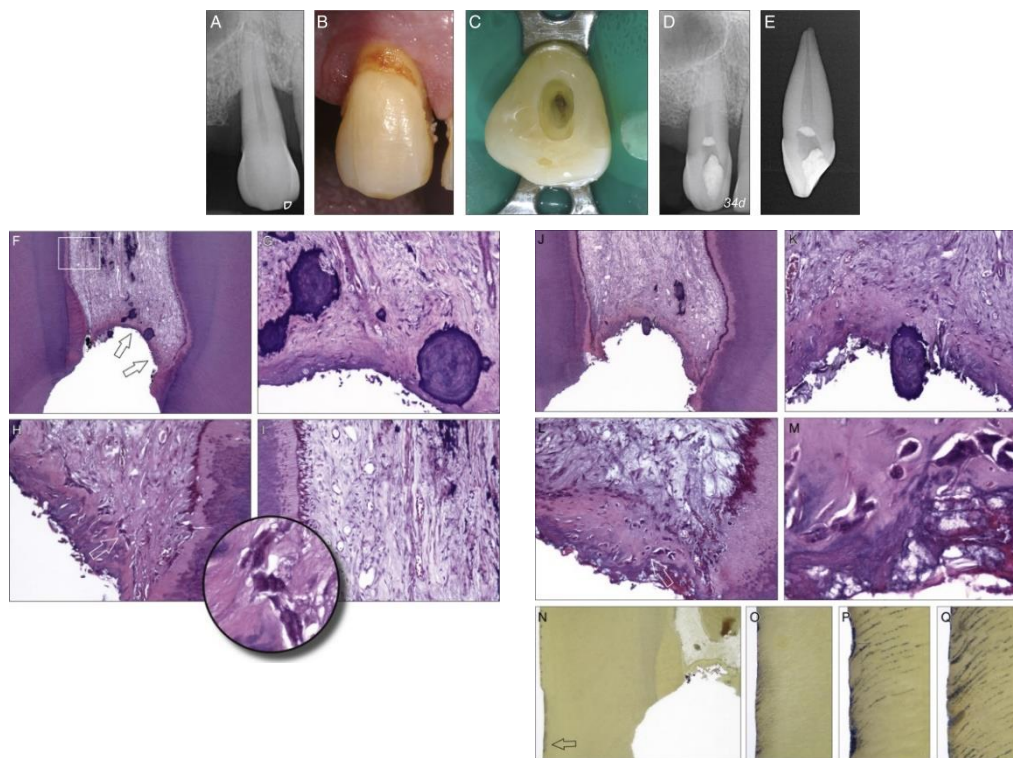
Pulpotomía. A, D y E) Radiografías, B) caries en cervical, C) pulpotomía, F) Corte histológico. H) La barrera calcificada temprana muestra inclusiones celulares, células aplanadas parecidas a fibroblastos. I) Dentina, predentina y odontoblastos de apariencia normal y tejido conectivo sano con fibroblastos y abundantes haces de colágeno. G, J y K) Algunos cálculos pulpares en un tejido pulpar no inflamado. L) Una vista detallada de la interfaz entre la pared de la cámara pulpar y el "puente" mineralizado. M) Grandes células poliédricas con extensiones citoplasmáticas, N, O, P, Q) Aumento del área de caries, con bacterias en la superficie de los túbulos dentinarios ⁴².
